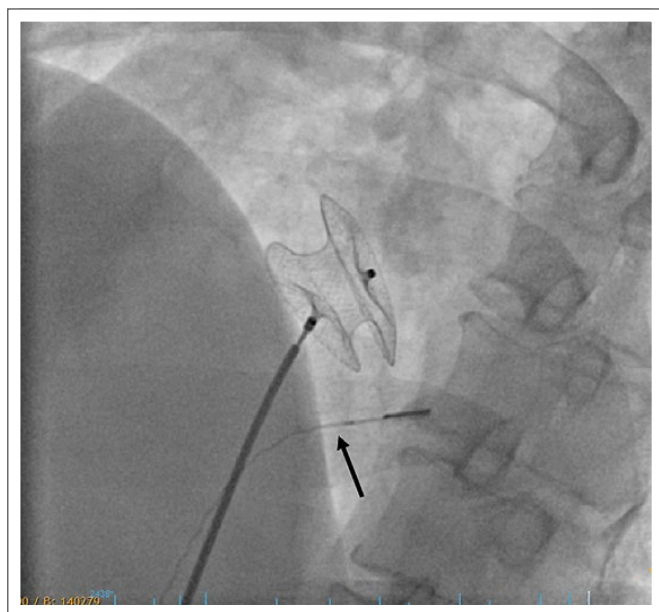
Amplatzer-Vorhofseptum-Defekt-Occluder vor der Freisetzung. Die intrakardiale Echokardiographiesonde ist durch einen Pfeil markiert.
